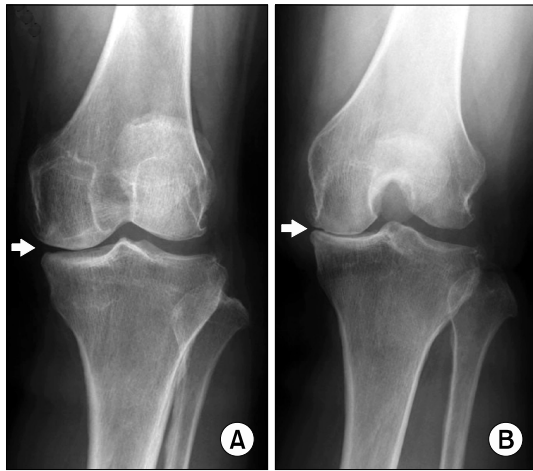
Standing anteroposterior radiograph in extension (A) and standing 45° flexion posteroanterior radiograph (B) of a 69-year-old female who suffered from left knee pain. The radiograph in A indicates mild joint space narrowing (arrow), while the radiograph in B indicates almost obliteration of the joint space (arrow).
